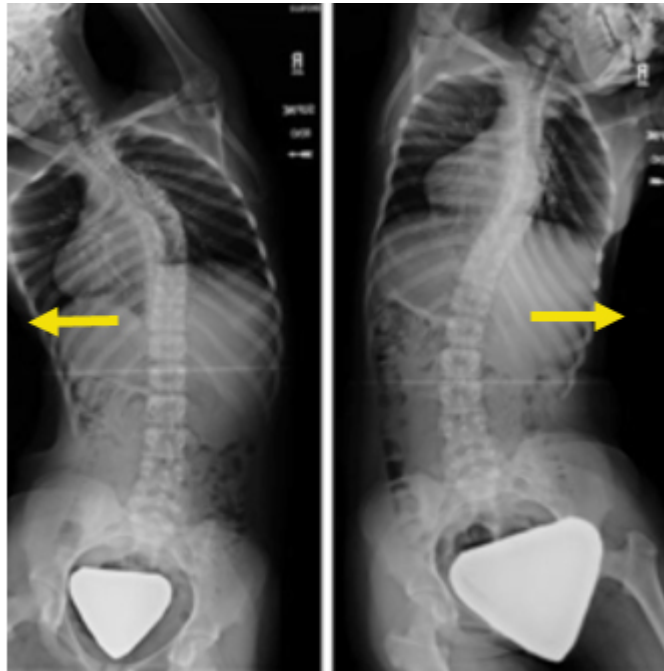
Рентгенівські знімки під час бокових згинань
